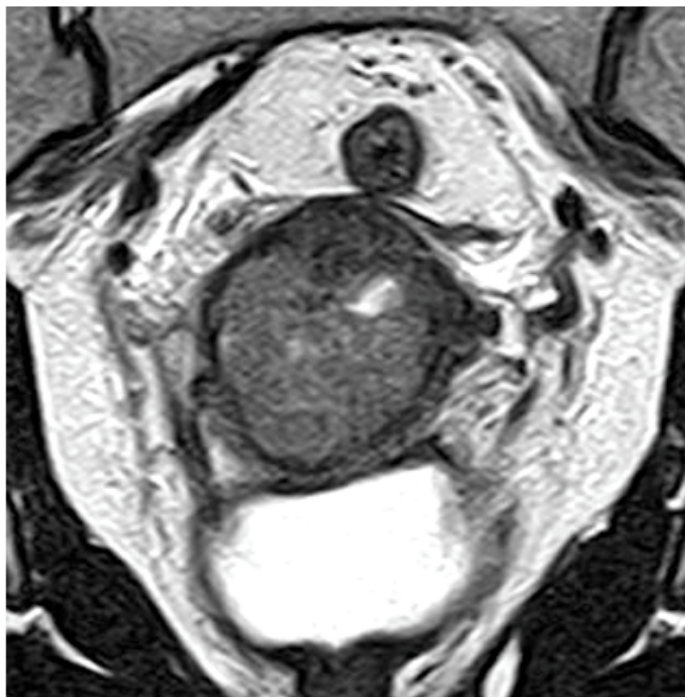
Магнитно-резонансная томограмма органов малого таза у раком шейки матки (T2 взвешенное изображение в плоскости, перпендикулярной цервикальному каналу). Вокруг опухоли, занимающую передне-правую полуокружность шейки матки сохранен тонкий гипоинтенсивный слой неизменной стромы, создающей границу с параметральной клетчаткой
